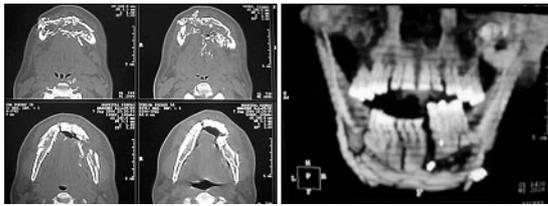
A y B Tomografía con reconstrucción tridimensional de una fractura conminuta por herida de arma de fuego.
